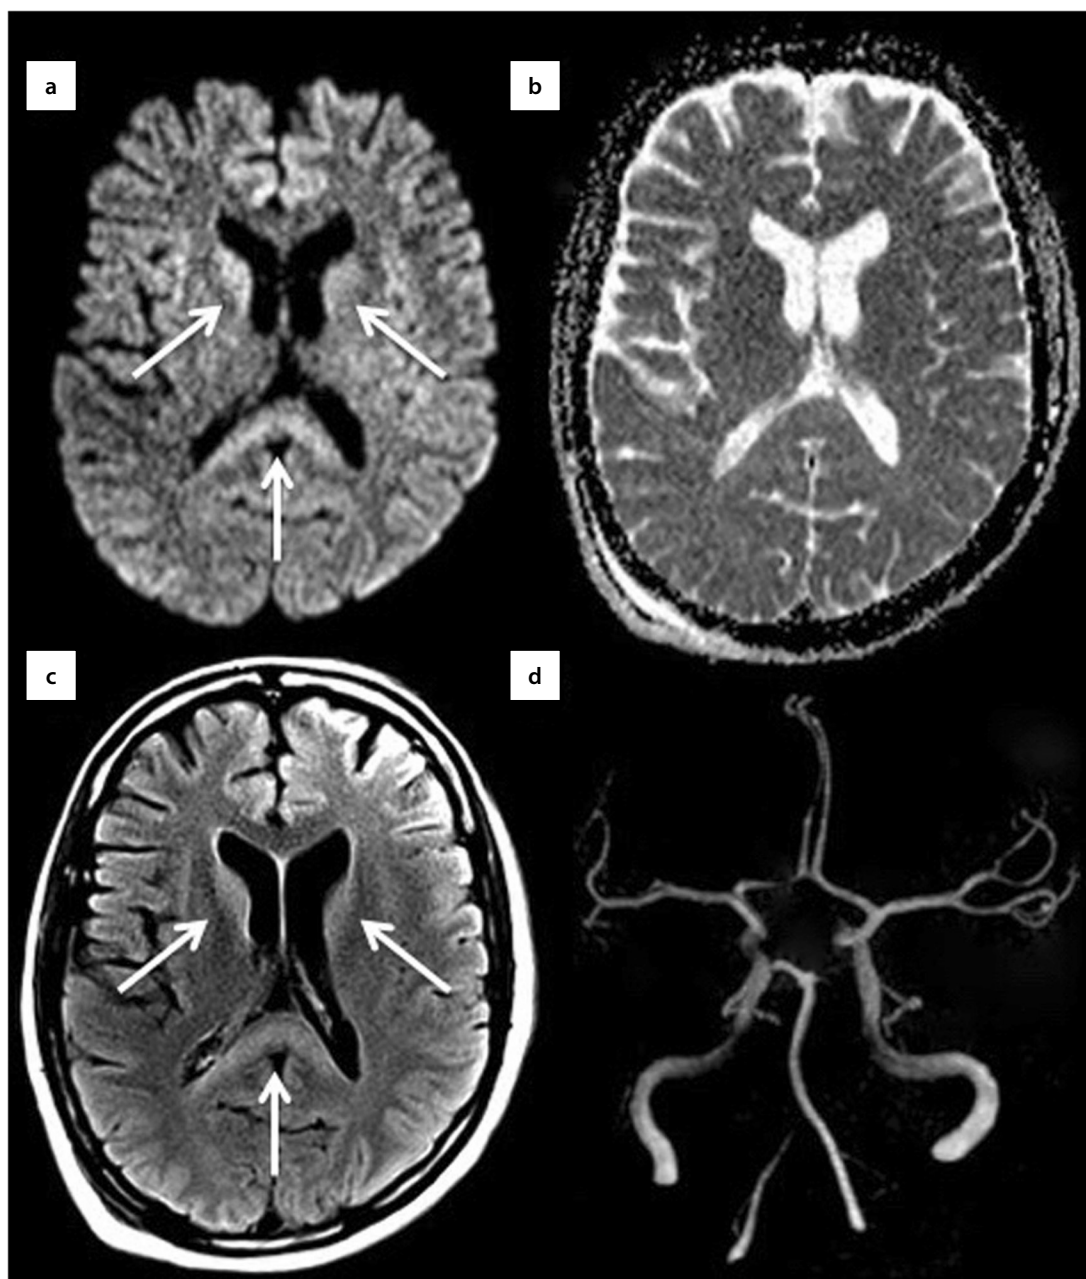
Данные МРТ. Тяжелая гипогликемия у 42-летней женщины. Визуализируется гиперинтенсивность в базальных ганглиях и валике мозолистого тела (стрелки а, с) без признаков острого ишемического повреждения в режиме ДВИ (b) и значимых изменений интракраниальных артерий (МР-ангиография) (d). Приводится по Adam G и соавт. [49].
